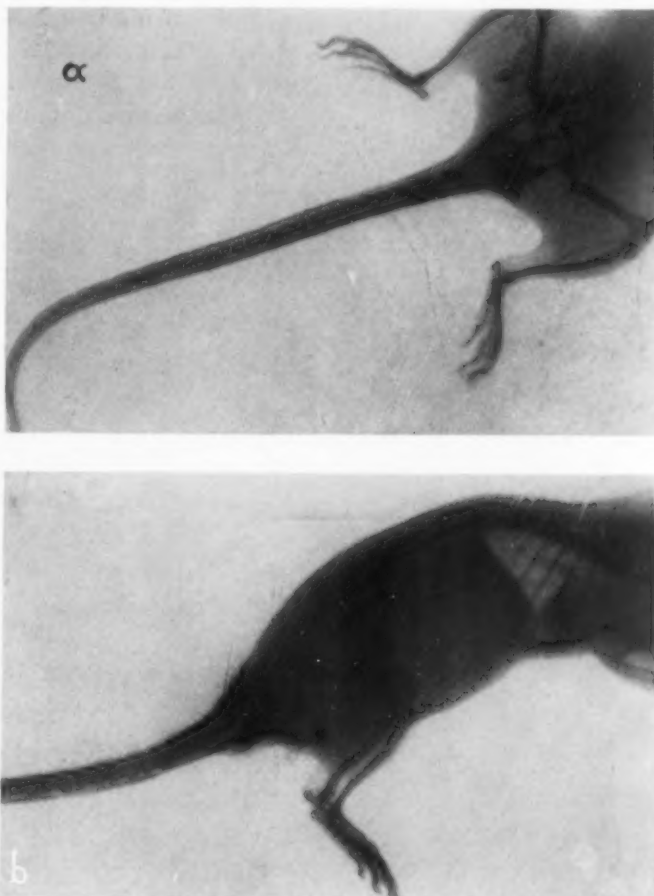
a und b. Paravenöse Injektion von Thorotrast bei einer Ratte. Thorotrastdepot an der Schwanzwurzel. Röntgenologische Sichtbarmachung von Lymphdrüsen.
